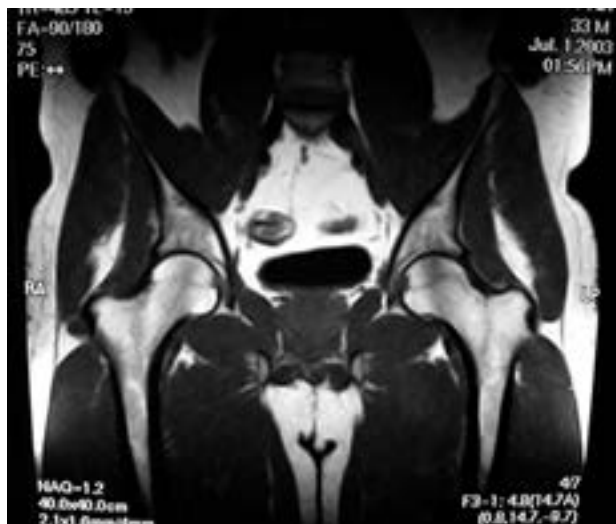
RMN: T1 (Normal).
